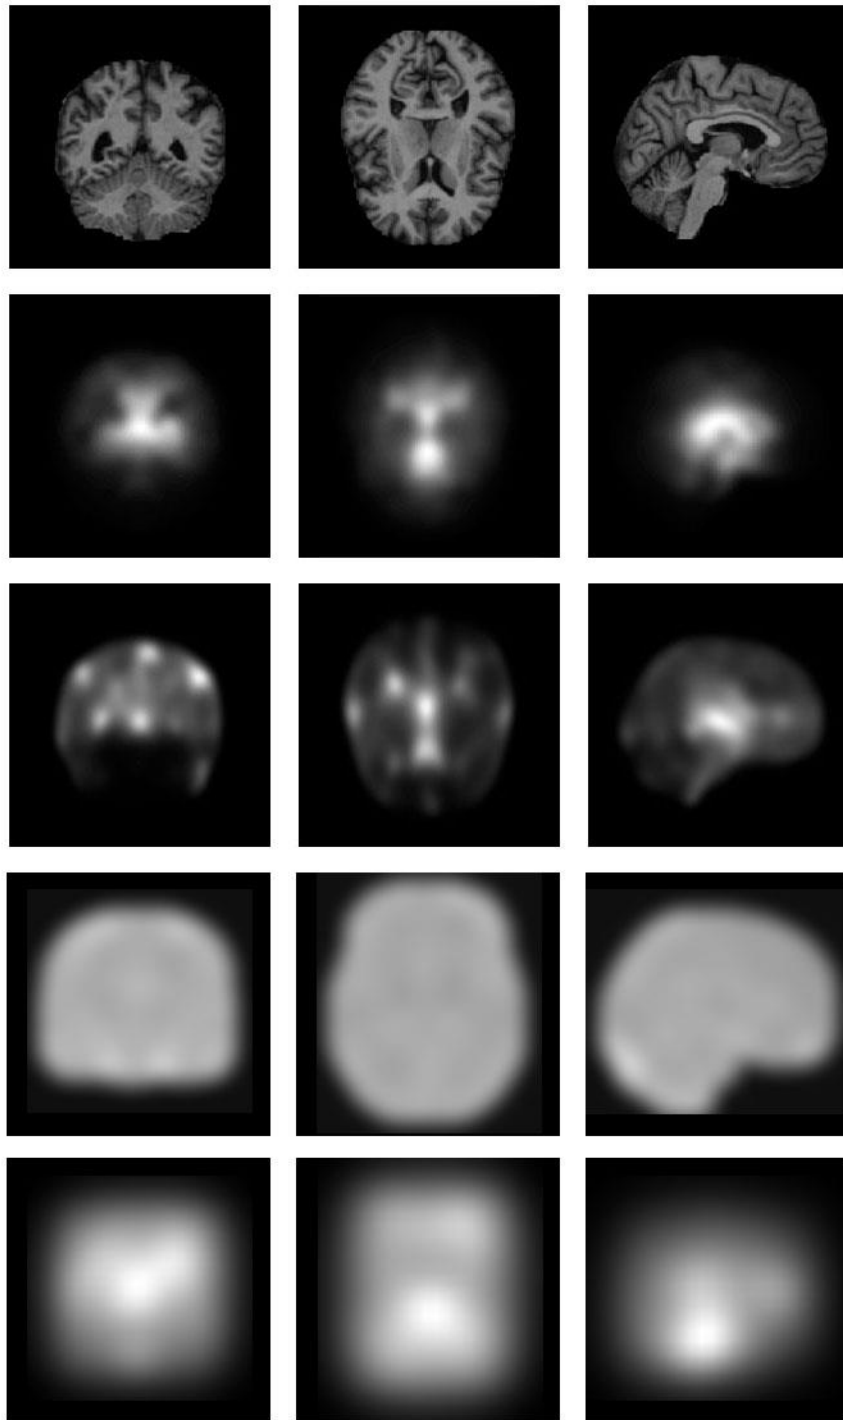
Mapas de Saliencia obtenidos de un paciente con probable AD en las orientaciones coronal, axial y sagital. Fila 1: imagen RM de entrada, Fila 2: mapa de saliencia CovSal, Fila 3: mapa de saliencia FES, Fila 4: mapa de saliencia AIM, Fila 5: mapa de saliencia GBVS.
